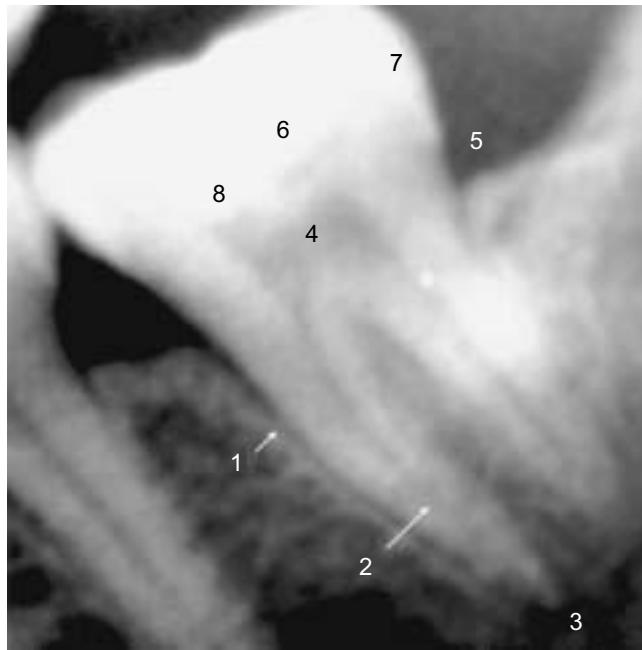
Radiografía periapical de segundo molar que muestra los elementos anatómicos. 1. Lámina dura. Medial a ella el espacio de la membrana periodontal. 2. Raíz y conducto radicular mesial. 3. Región apical. 4. Cámara pulpar. 5. Región cervical en el borde distal. 6. Corona con curación dental. 7. Esmalte. 8. Dentina.
